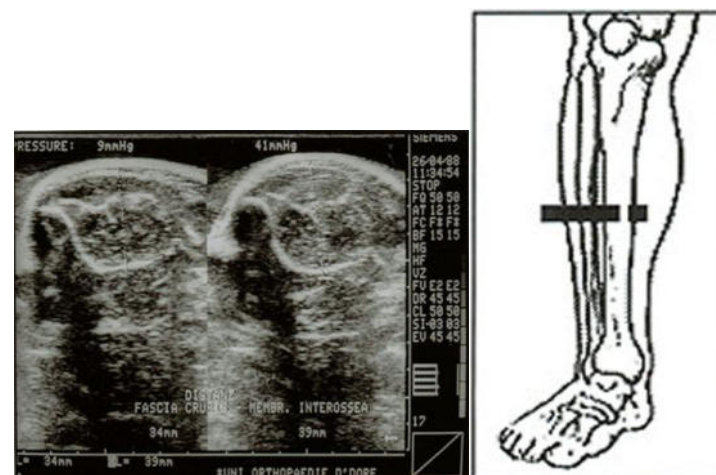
Sonogramm Kompartmentsyndrom
